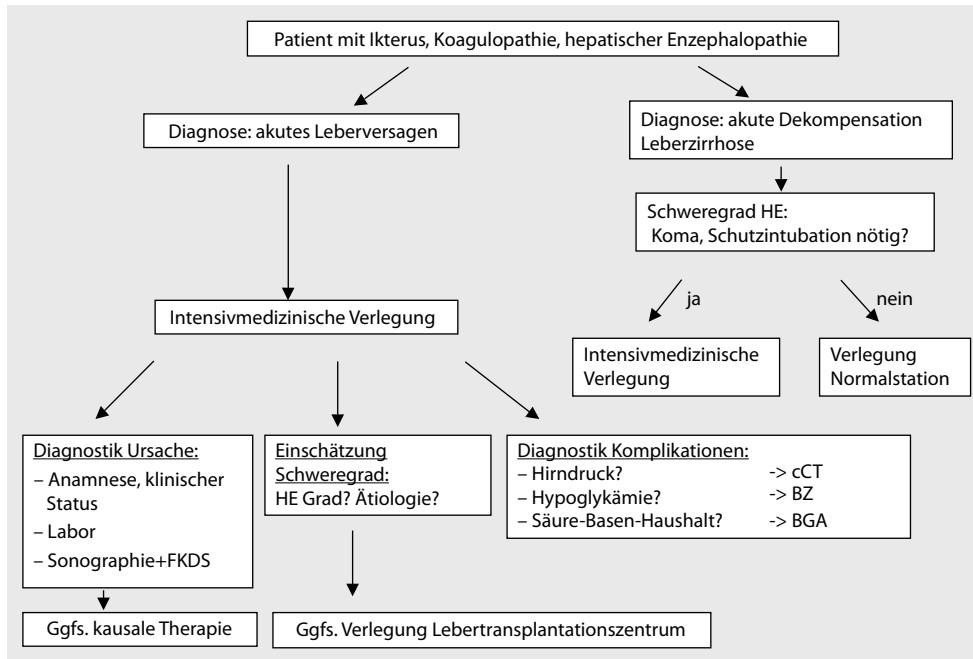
▲ Vorgehen bei Verdacht auf akutes Leberversagen bzw. akute Dekompensation einer Zirrhose, BGA Blutgasanalyse, BZ Blutzucker, cCT kraniale Computertomographie, FKDS farbkodierte Duplexsonographie, HE hepatische Enzephalopathie. (Adaptiert nach [4])
